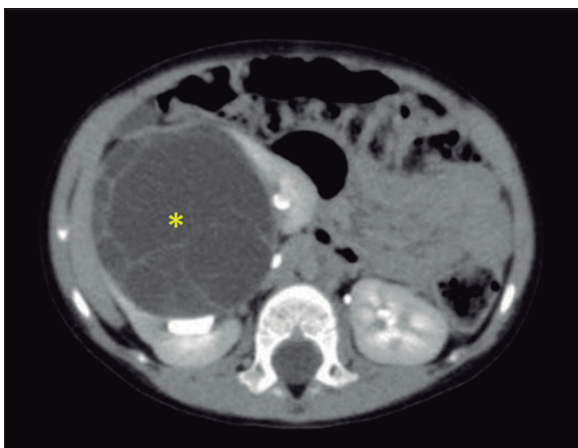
Urografía por tomografía computarizada: formación expansiva quística multilocular (asterisco amarillo) que compromete el riñón derecho, mide 8,6x6,4cm en sus ejes mayores, concentrando y eliminando el medio de contraste de forma simétrica y satisfactoria, sin signos de litiasis o hidronefrosis.
